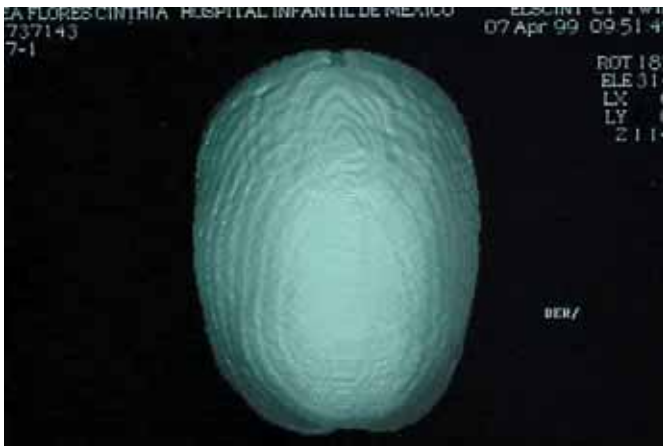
TAC preoperatorio con diagnóstico de escafocefalia
